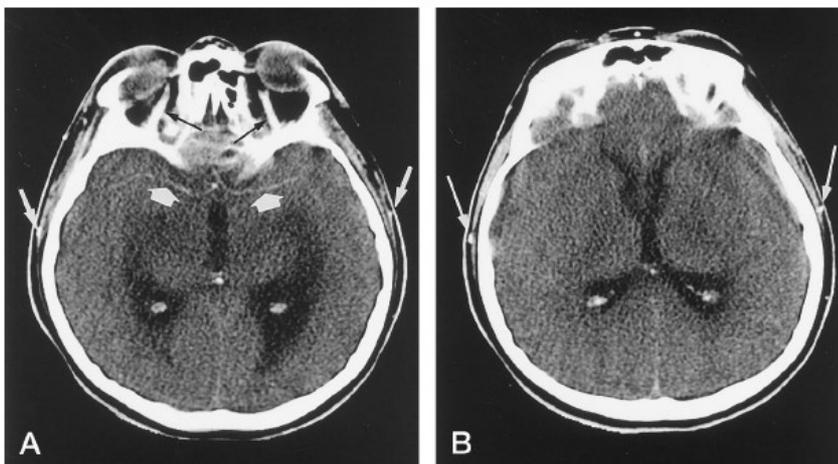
Brain death on axial CT sections obtained from bottom to top.
